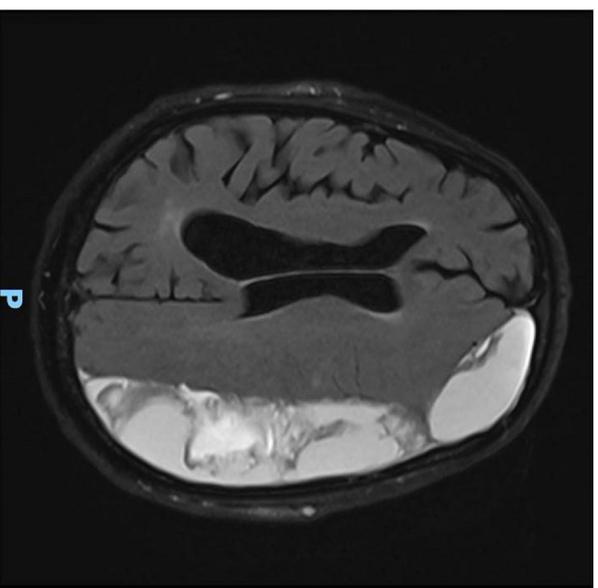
Corte axial de RMN craneal en FLAIR.
